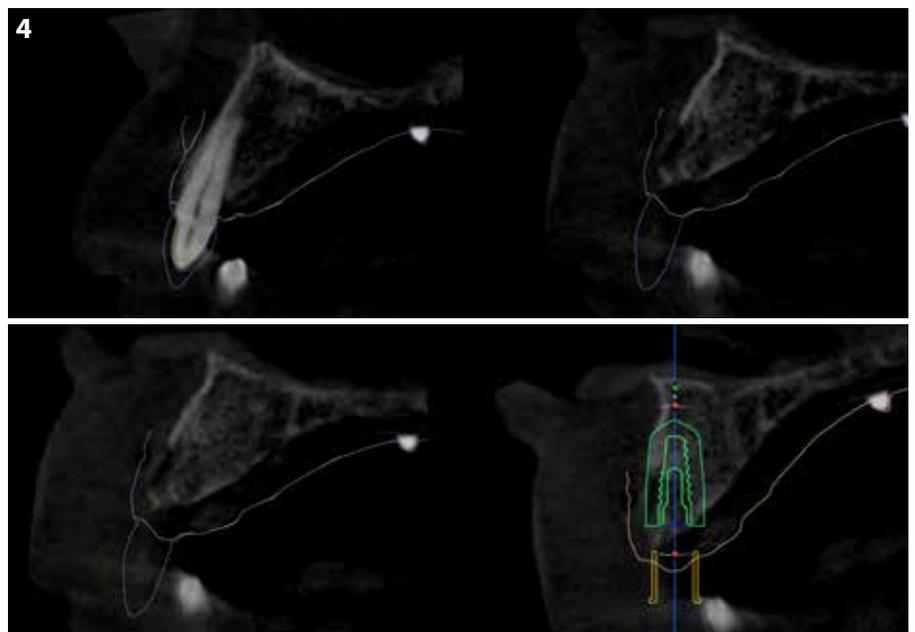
Escaneo con IOS antes y después de la retirada del puente de metal-porcelana original superpuesto en el escaneo CBCT: esto facilita la planificación de la colocación del implante desde una perspectiva restauradora
